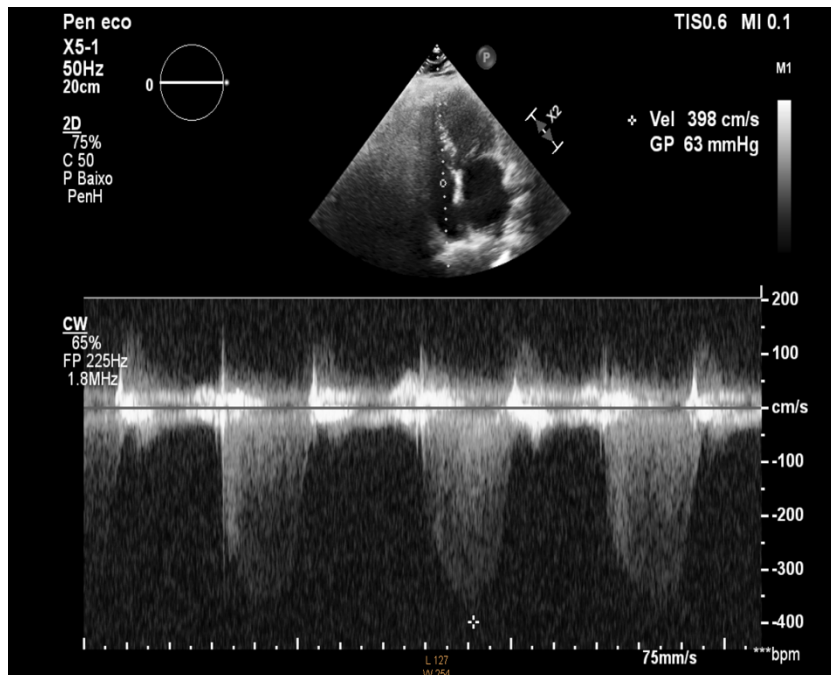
Registo de Doppler contínuo através da válvula tricúspide, obtido durante um ecocardiograma transtorácico, que demonstra um gradiente de pressão sistólica estimado de 63 mmHg (calculado pela equação: $\Delta P = 4 \times (\text{velocidade da insuficiência tricúspide})^2$). Esta técnica permite calcular a pressão sistólica na artéria pulmonar, compatível com hipertensão pulmonar, calculada através: $\Delta P + \text{Pressão aurícula direita}$. Imagem fornecida pelo serviço de Cardiologia do Hospital Sousa Martins-ULS da Guarda.
